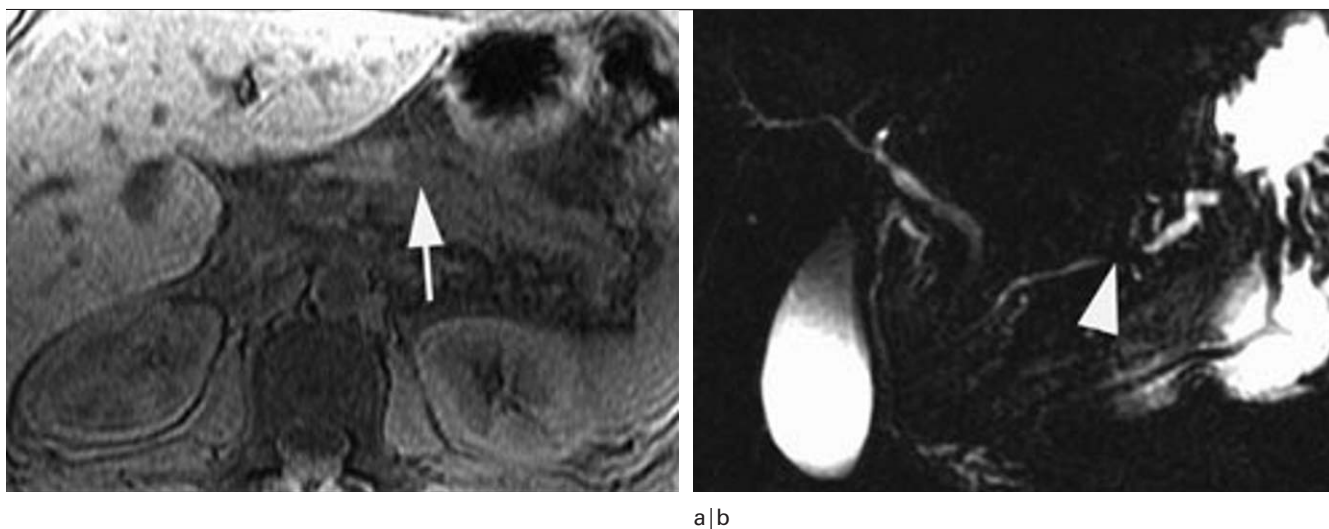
Adénocarcinome du corps du pancréas, aspect en IRM.
